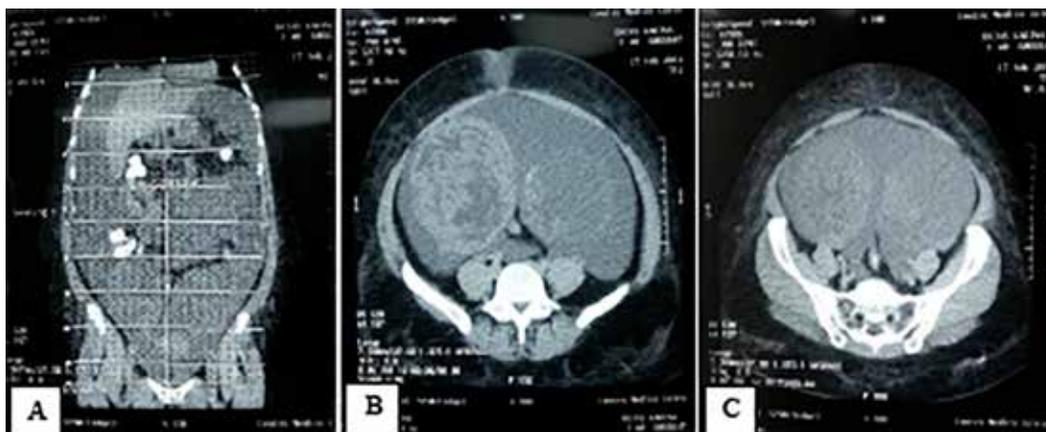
TAC de abdomen y pelvis A. Corte coronal. B y C. Cortes axiales.
